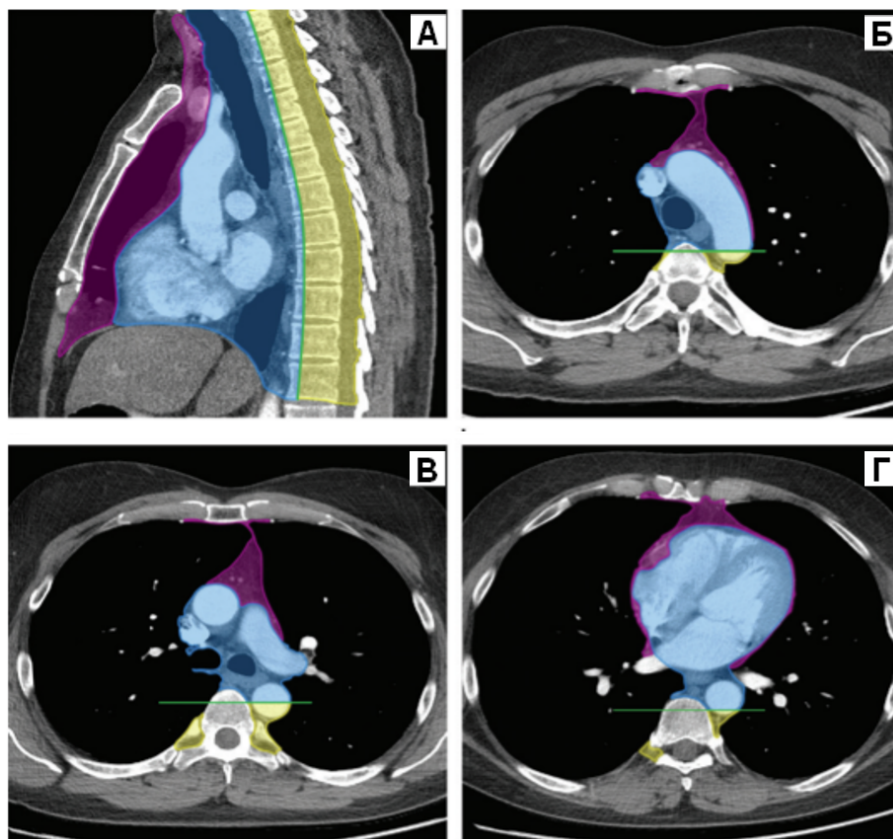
Классификация ITMIG отделов средостения при МСКТ-исследовании [8]. А – мультипланарное реформирование (МПП) в левой боковой проекции. Б – аксиальное реформирование (верхний этаж на уровне дуги аорты); В – аксиальное реформирование (средний этаж на уровне карины); Г – аксиальное реформирование (нижний этаж на уровне левого предсердия). Предваскулярный отдел (фиолетовый), оборачивается вокруг сердца; висцеральный отдел окрашен синим цветом; паравerteбральный отдел – желтым. Зеленая линия обозначает границу висцерального и паравerteбрального отделов.
